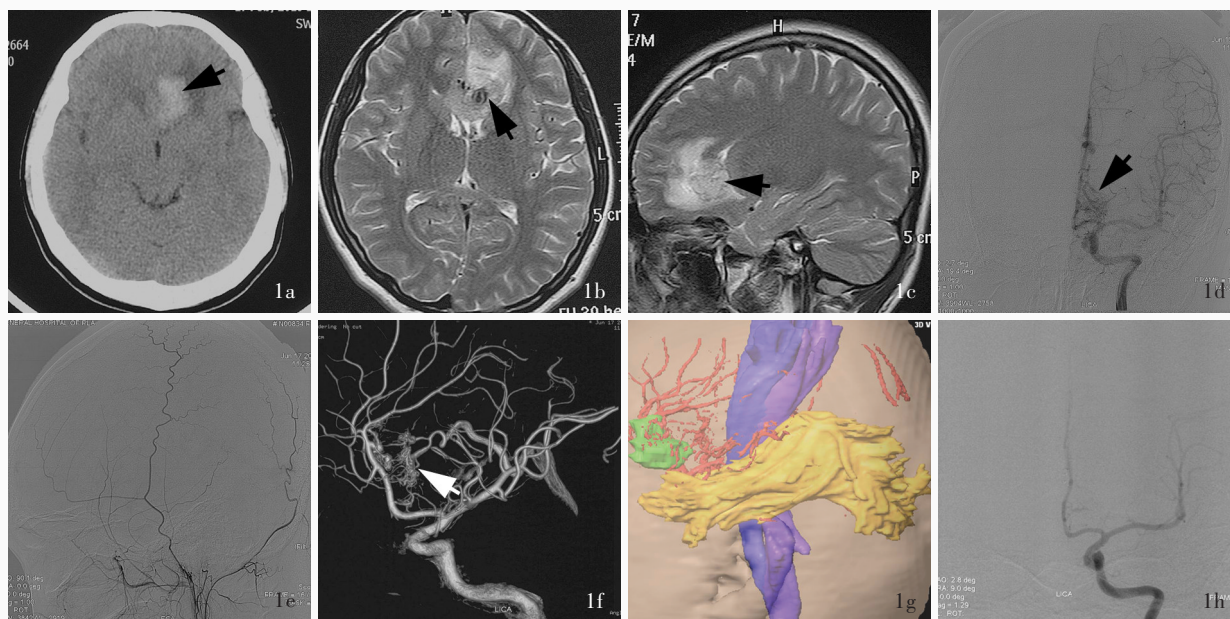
头部影像学检查所见 1a 术前横断面 CT 显示,左侧额叶高密度影(箭头所示) 1b 术前横断面 T₂WI 显示,左侧额叶混杂信号影,其内可见异常血管流空影(箭头所示) 1c 术前矢状位 T₂WI 显示,左侧额叶混杂信号影,其内可见异常血管流空影(箭头所示) 1d 左侧颈内动脉 Towne's 位 DSA 显示,左侧额叶畸形血管团(箭头所示),主要由左侧大脑前动脉分支供血 1e 术前左侧颈外动脉侧位 DSA 显示,左侧颈外动脉未与畸形血管团相通 1f 术前 3D-DSA 显示,左侧额叶畸形血管团(箭头所示),主要由左侧大脑前动脉分支供血 1g 术前神经导航明确畸形血管团与重要功能区(绿色所示为畸形血管团,黄色所示为视放射,蓝色所示为锥体束) 1h 术后 1 个月复查左侧颈内动脉 Towne's 位 DSA 显示,畸形血管团消失
